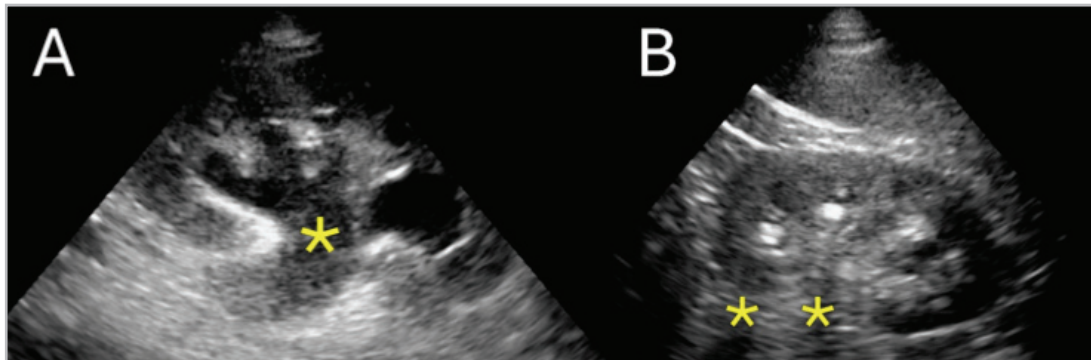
Ultrasonido en pielonefritis. Panel A: hidronefrosis moderada. Pelvis renal dilatada y pérdida del seno renal hiperecoico por vías urinarias anecoicas. Panel B: ultrasonido renal con dos imágenes hiperecoicas con sombra acústica posterior (asteriscos) sin dilatación de la vía urinaria. Imágenes propias de los autores.
